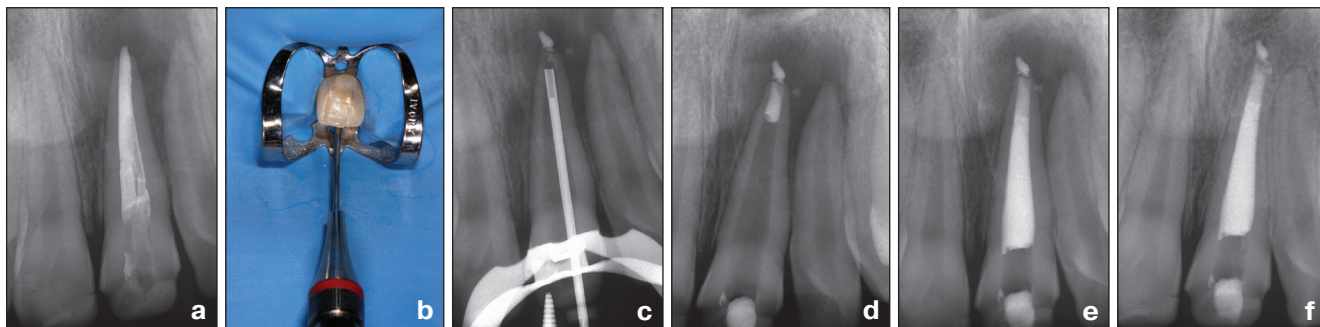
Использование системы MAP в рамках техники апикального барьера для obturation открытого апекса. Исходная рентгенограмма. Центральная резец предварительно эндодонтически пролечен с использованием метода холодной латеральной конденсации (a). Формирование апикального барьера путем точного выведения МТА через прямую иглу (b). Внутриоперационная рентгенограмма с иглой в канале. В периапикальных тканях находится выведенная при перелечивании гуттаперча (c). Апикулярная часть канала obturирована цементом МТА (d). Рентгенограмма после лечения. Корневой канал obturирован термопластичной гуттаперчей (e). Ситуация через 15 месяцев (f)
